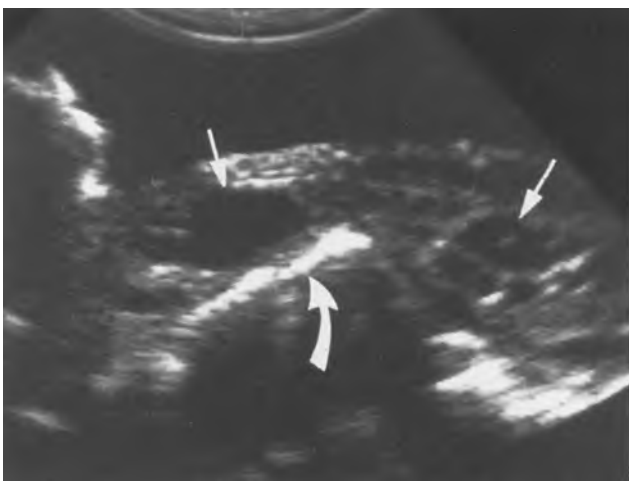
Mảnh đạn nằm sâu trong tủy sống ngực khi mổ. Mảnh đạn trong túi màng cứng (mũi tên) không thể sờ thấy do sẹo nhiều (giữa tủy, viên đạn, và màng cứng), nhưng dễ dàng phát hiện bởi siêu âm do giao diện rất sáng và điển hình của nó với bóng lưng đa âm phản hồi. Tủy sống mất cấu trúc bình thường và có phản âm tăng đồng nhất cộng với mất phản âm trung tâm bình thường. Các dấu hiệu này đặc trưng cho nhuyễn tủy. (Trích từ Montalvo BM, Quencer RM, Green BA và cs. Intraoperative sonography in spinal trauma. *Radiology* 1984;153:125-134).
